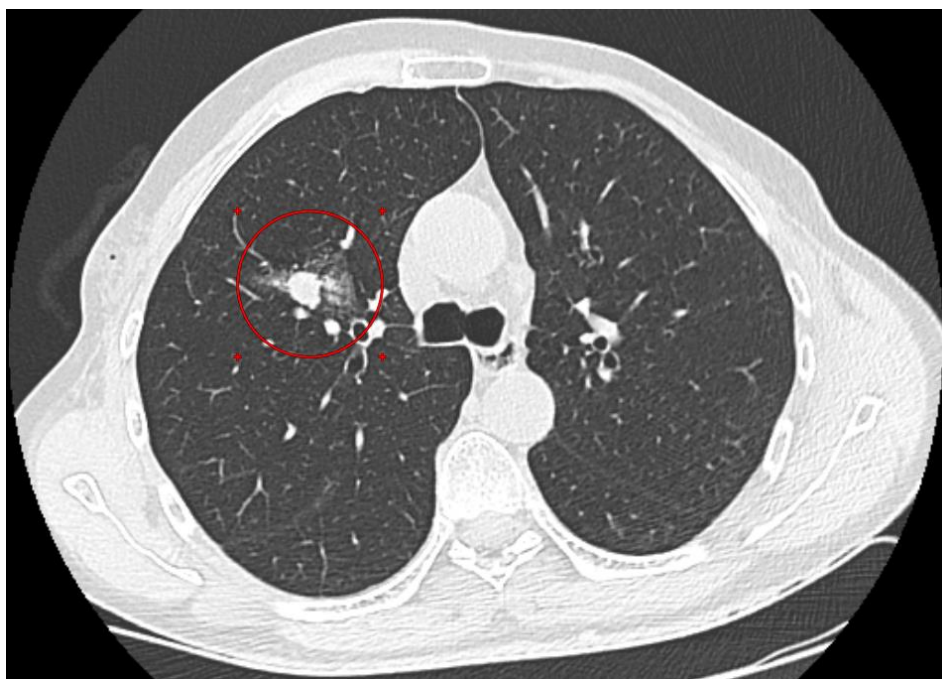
Контрольная КТ ОГК.
